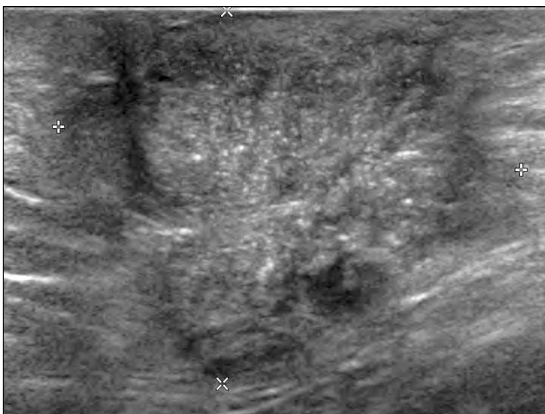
The ultrasonography showed a solid mass that is irregular and ill defined, and heterogeneous echogenicity in the previous operative scar of lower abdomen.
